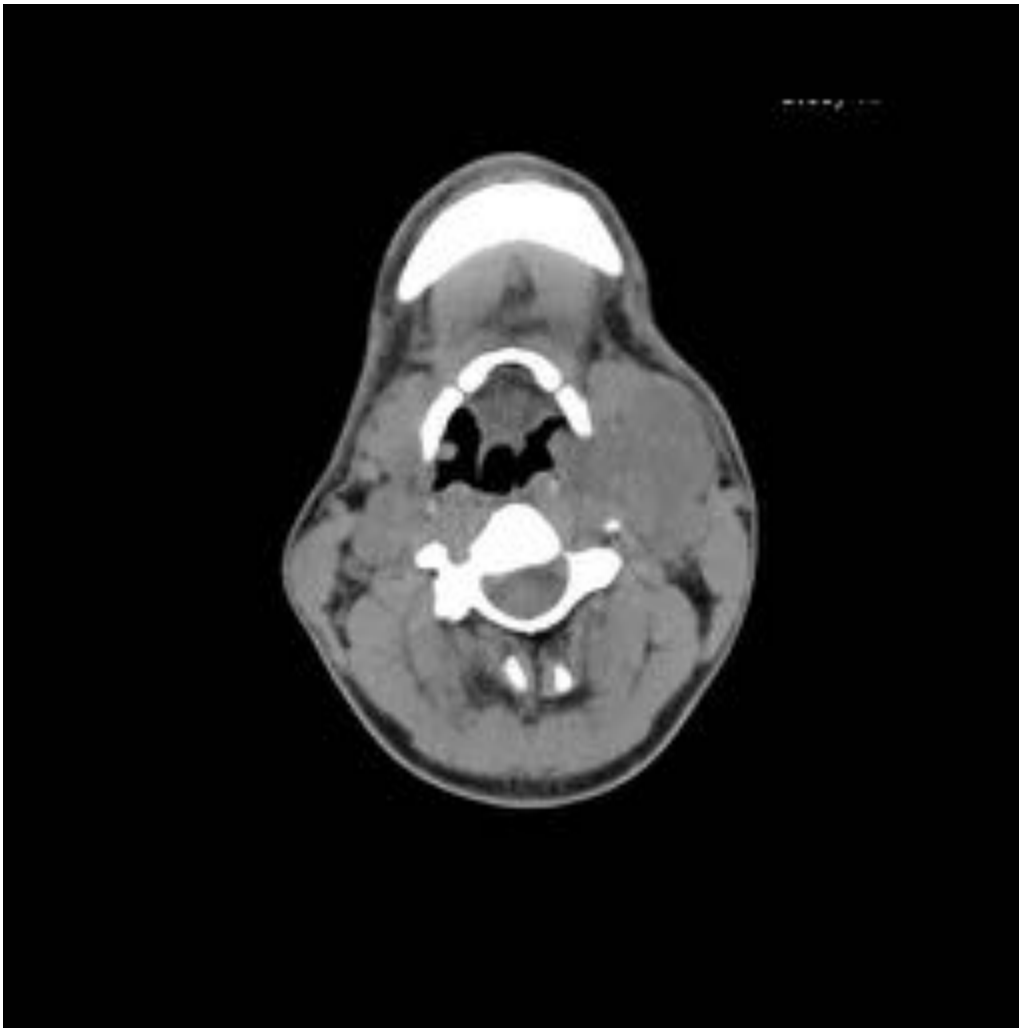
TC sin contraste: masa submandibular izquierda, hipodensa y homogénea.
